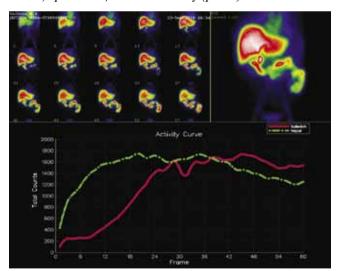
Данные гепатобилиосцинтиграфии на 10-е сутки после ОТП
